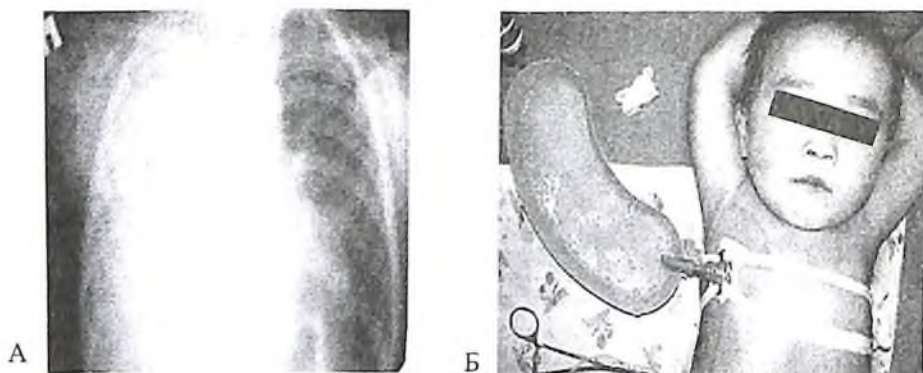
Рентгенограмма б-ного с тотальным пиотораксом (А).
